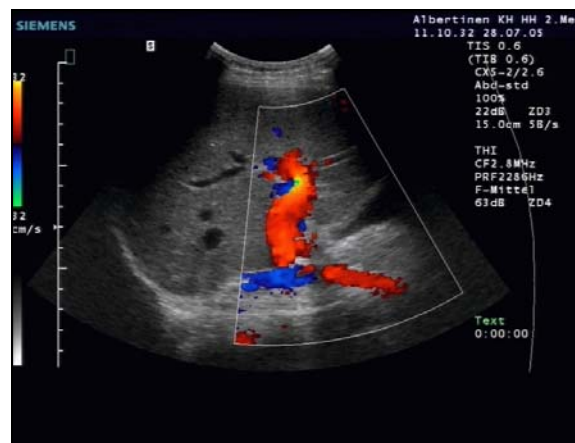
Farbkodierte Duplexsonographie der Gefäße an der Leberpforte.⁴⁶
